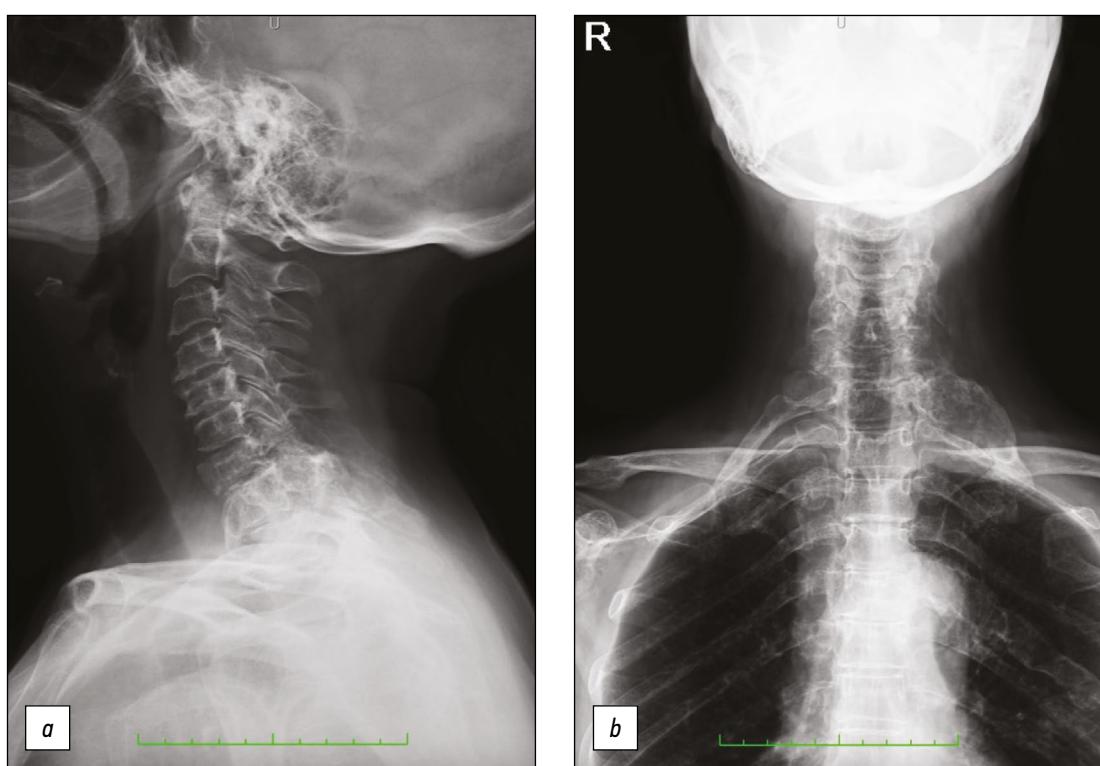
弥漫性无盖椎关节炎的颈椎X线片显示，在C5、C7、D1椎体（a）和左第五肋骨后弓（b）存在不明显的细胞性骨病变。此外，可以看到左侧第一根肋骨后方有一个广泛的 5.5×2.5 cm的病变，伴有皮质肿胀和肿胀（b）。
